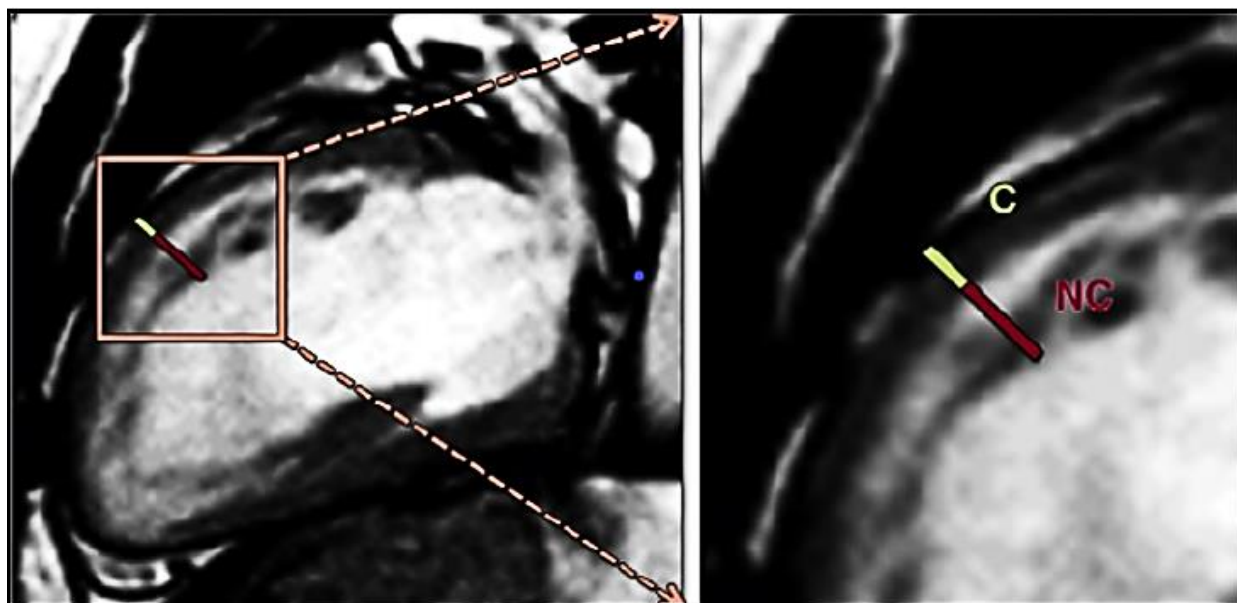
МРТ сердца пациента. Измерение толщины компактного (7 мм) и некомпактного слоев миокарда (17 мм). Соотношение НКМ/ КМ 2,4
